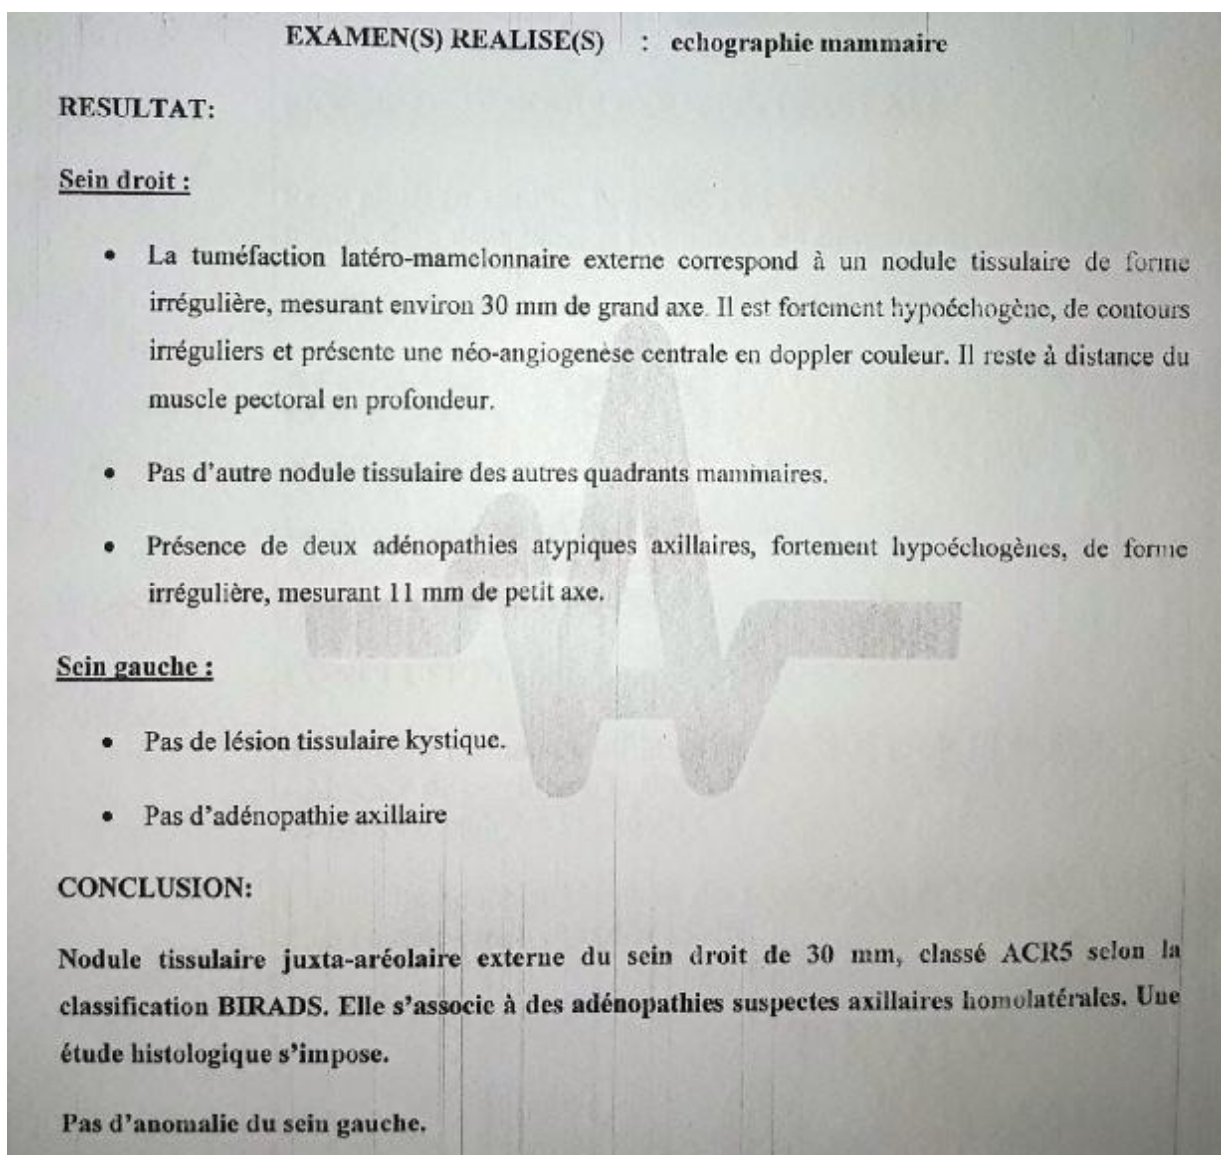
compte rendu d'une échographie mammaire chez un patient admis au service de Chirurgie Viscerale (B), pour suspicion de cancer du sein.
